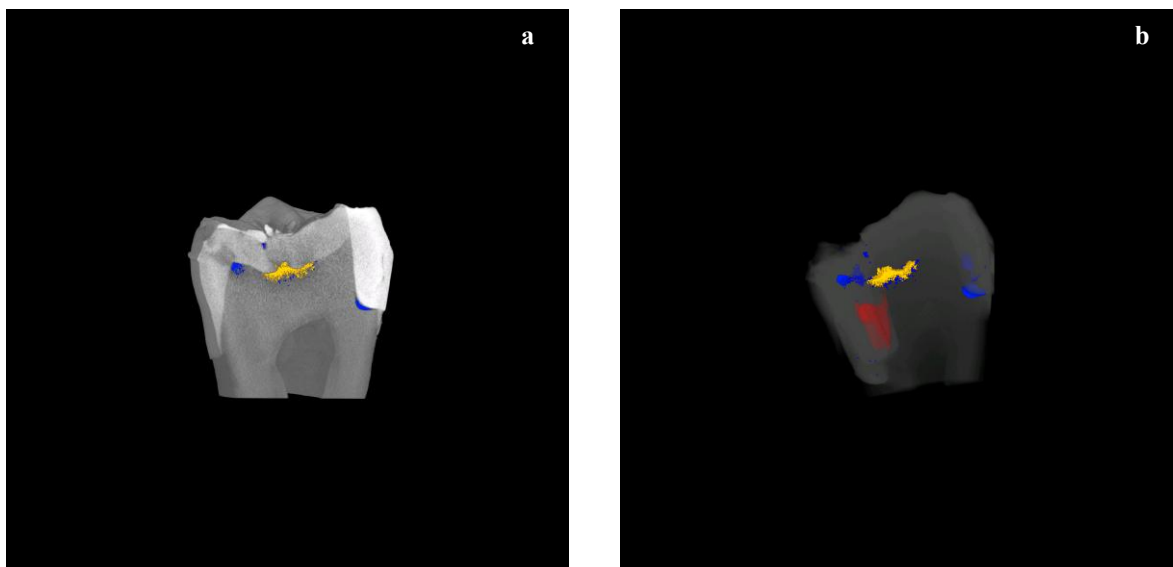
a-b: Immagini ottenute mediante μ -CT. Ricostruzioni 3D del campione BT1 con presenza di difetti. In questo campione sono presenti evidenti demineralizzazioni smalto-dentinali (area gialla) che sono state sottratte dal calcolo totale numerico e volumetrico dei difetti rilevati dall'analisi. Risultano visibili i difetti all'interno del restauro (area rossa) e nell'interfaccia dente-composito (area blu).
